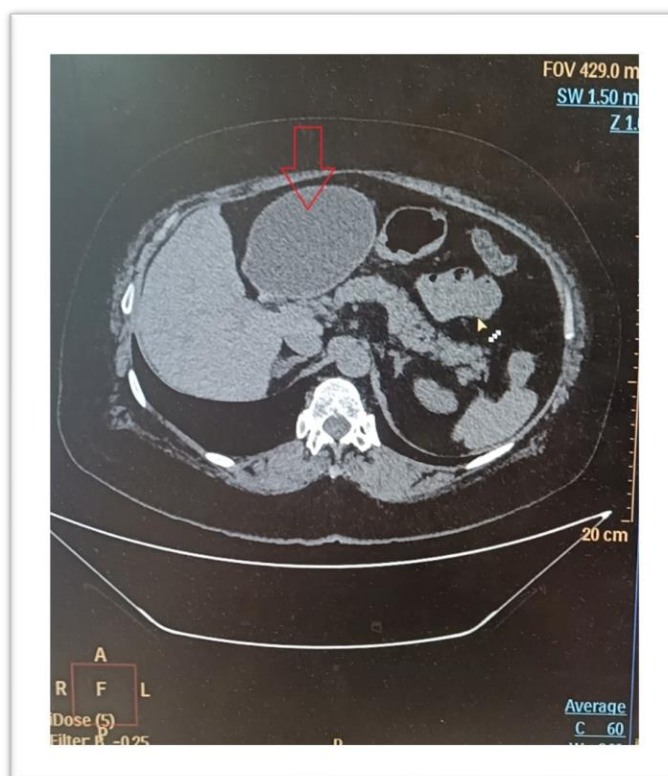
КТ аксиальный срез – киста обозначена красной стрелкой
